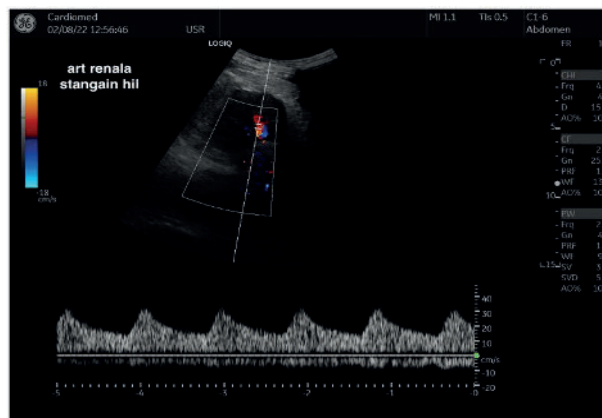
Ecografie Doppler de arteră renală stângă - stenoză subocluzivă de arteră renală stângă cu flux turbulent, fără posibilitate de interogare a vitezei de curgere
